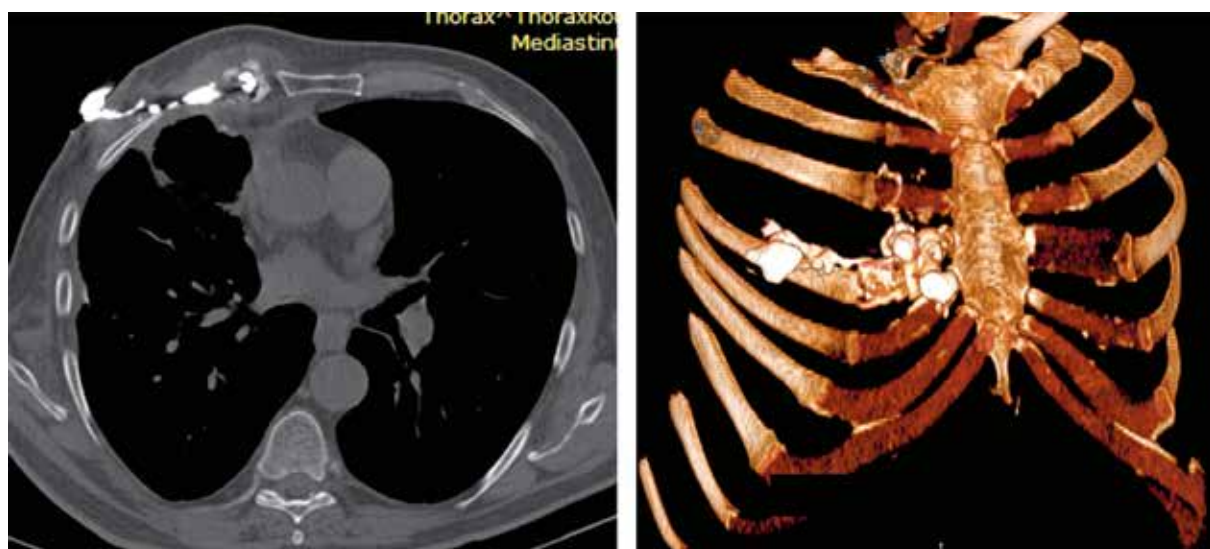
СКТ-фистулография пациента И. с построением 3D-реконструкции
